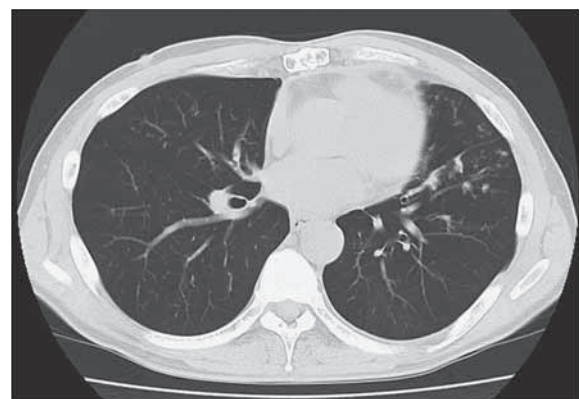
Chest computed tomogram before treatment showing multiple nodular opacities in the left lung fields.
